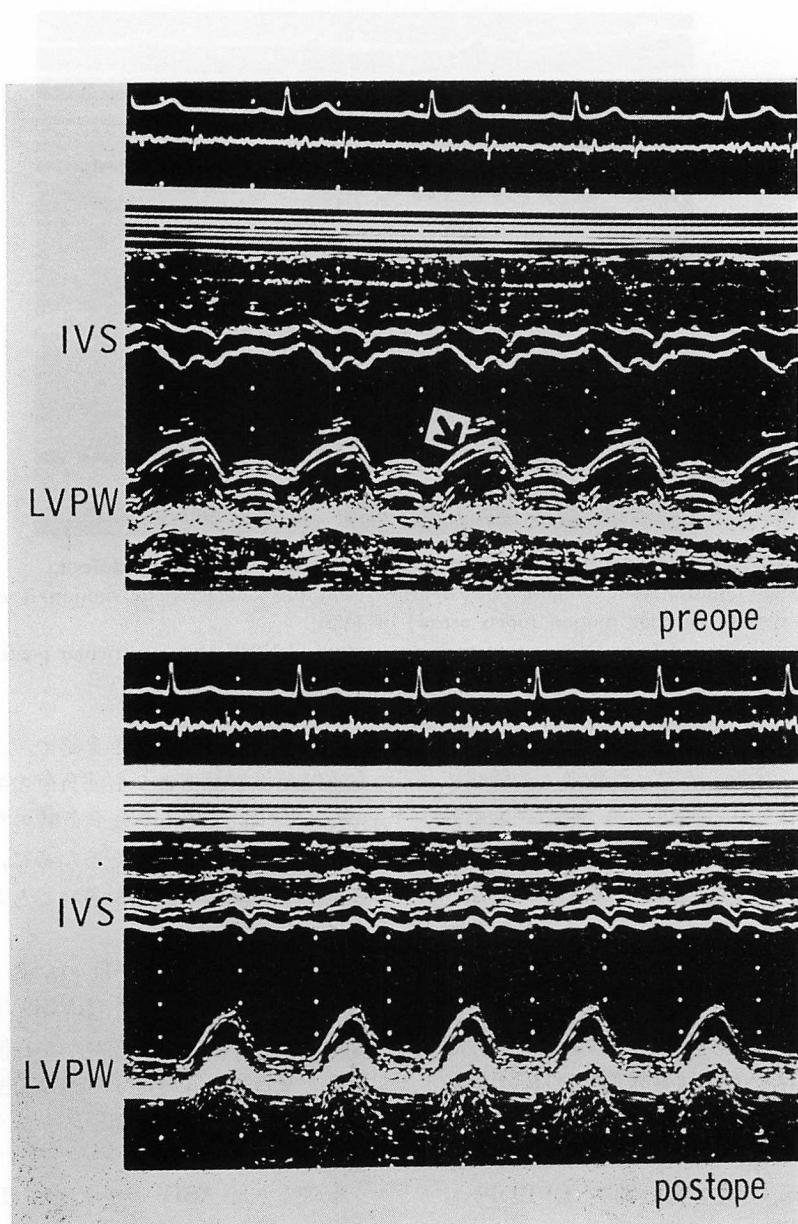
Pre-operative (upper panel) and post-operative (lower panel) IVS-LVPW echocardiograms from a patient with atrial septal defect.
